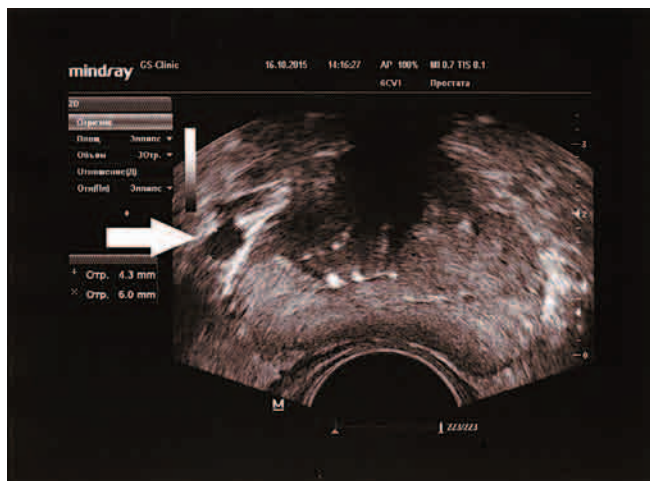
ТРУЗИ простаты у пациента Л., 69 лет, с левосторонним варикоцеле 2 стадии. Объем простаты 16,5 см³. Максимальный диаметр вен слева 6,0 мм. Варикоз простаты 2 стадии или значимый варикоз. Магистральный тип венозного сплетения. Хронический калькулезный простатит. Стрелкой указано расширение вен простаты
